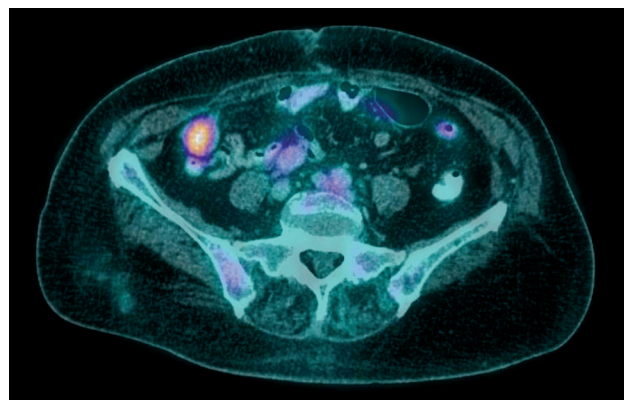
ПЭТ-КТ скан в аксиальной проекции на уровне брюшной полости. В проекции правого латерального канала визуализируется метаболчески активное образование (SUVmax=5,9), по структуре аналогичное более мелким образованиям малого таза
